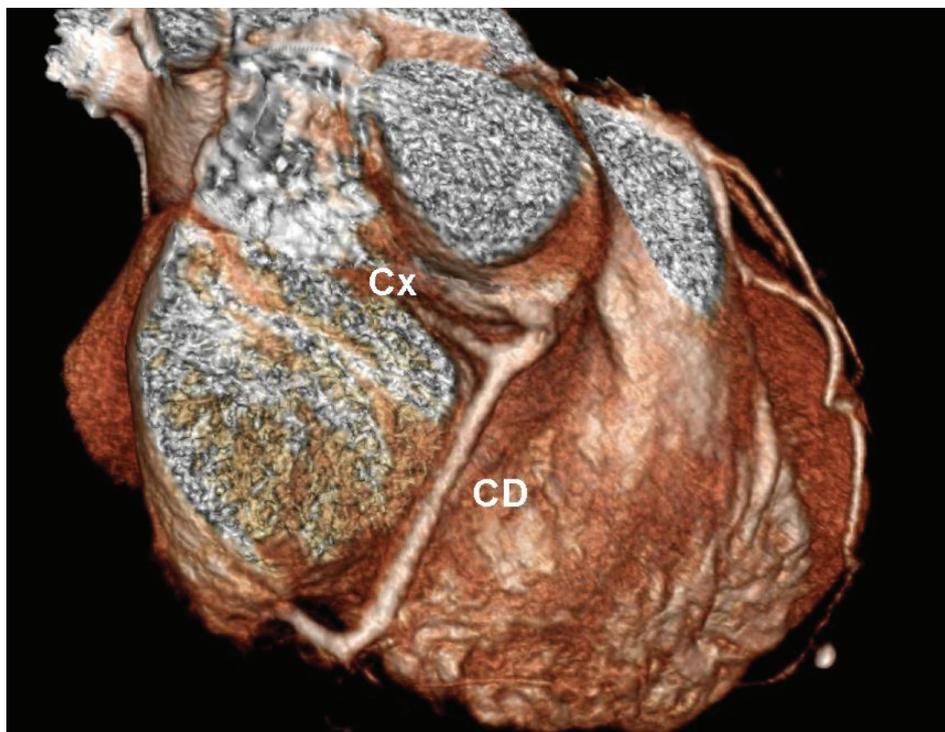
Angiotomografía coronaria multislice demostrando arteria circunfleja originándose de la coronaria derecha. Cx - Arteria circunfleja; CD - Coronaria derecha.
